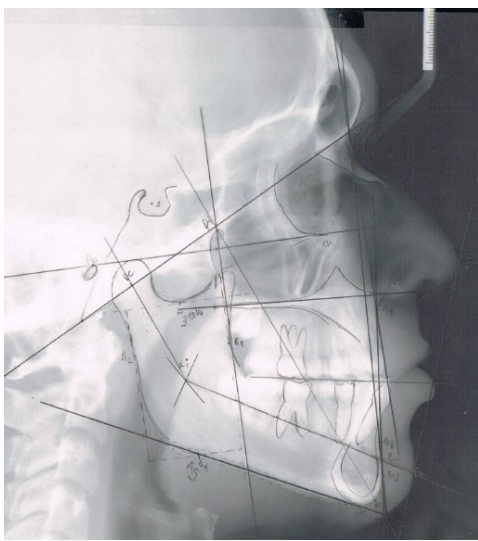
Teleradiografia
